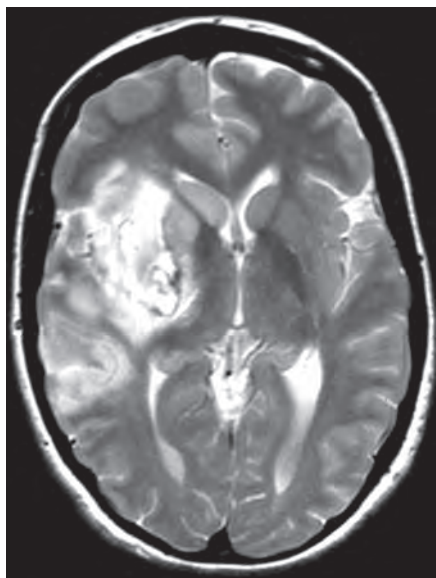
МРТ, T2-взвешенное изображение, аксиальная проекция (день 11). Признаки геморрагической трансформации инфаркта с умеренно выраженным локальным отеком. По сравнению с предыдущей КТ отмечается увеличение площади инфаркта. Теперь имеет место частичное поражение островка, а также правой теменной доли.
